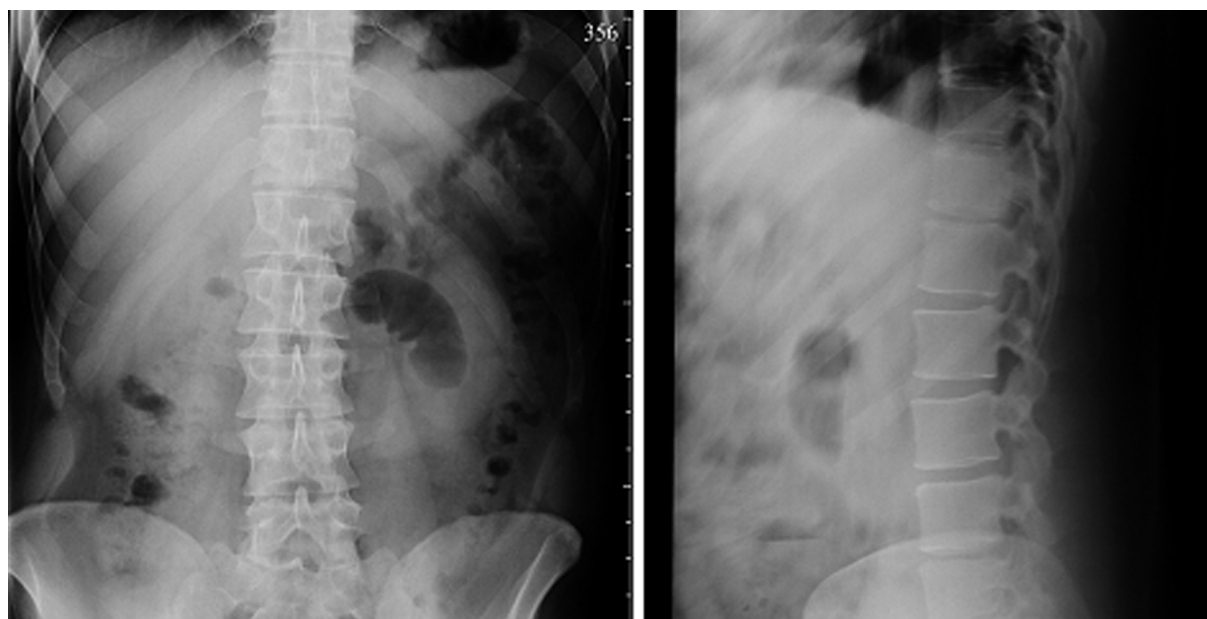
Рентгенофункциональные нарушения в виде синдрома нефиксированной «распорки» *L4-L5*. На МРТ грыжа диска *L4-L5*. Клиническая манифестация
